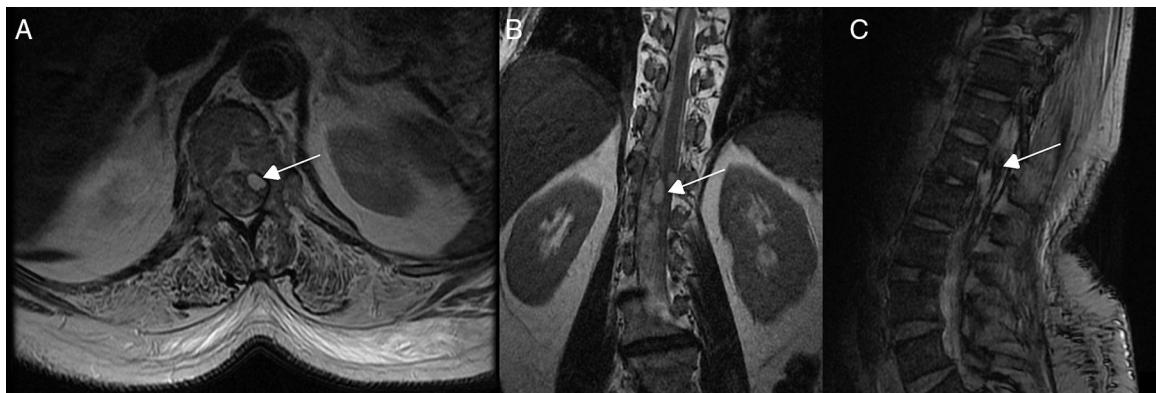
RM medular del paciente 7. Múltiples imágenes de morfología irregular en el interior del saco tecal. A y B) Algunas imágenes son pseudonodulares e hiperintensas en T2. C) Otras son de baja intensidad evidentes en la secuencia de eco gradiente T2, con extensión aproximada desde T9 hasta saco tecal, así como hiperintensidad de señal difusa del LCR en T1, con coágulos que distorsionan la dirección de la salida de las raíces de la cola de caballo e hiperintensidad del cono medular, todo ello compatible con hemorragia subaracnoidea lumbar.
